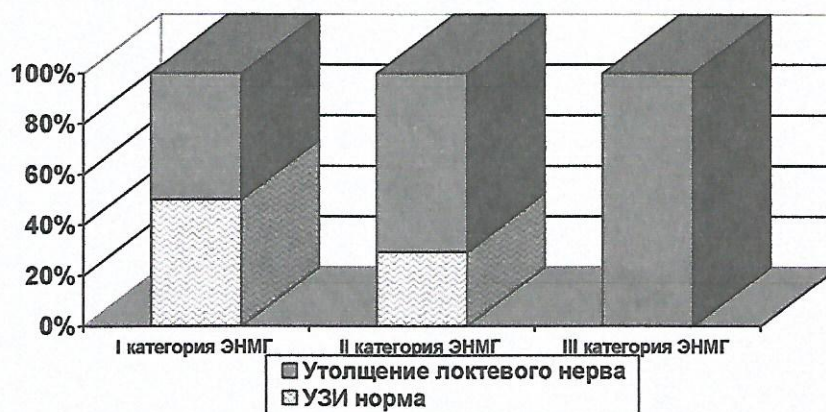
Взаимосвязь результатов ЭНМГ и УЗИ при невропатии ЛН.
